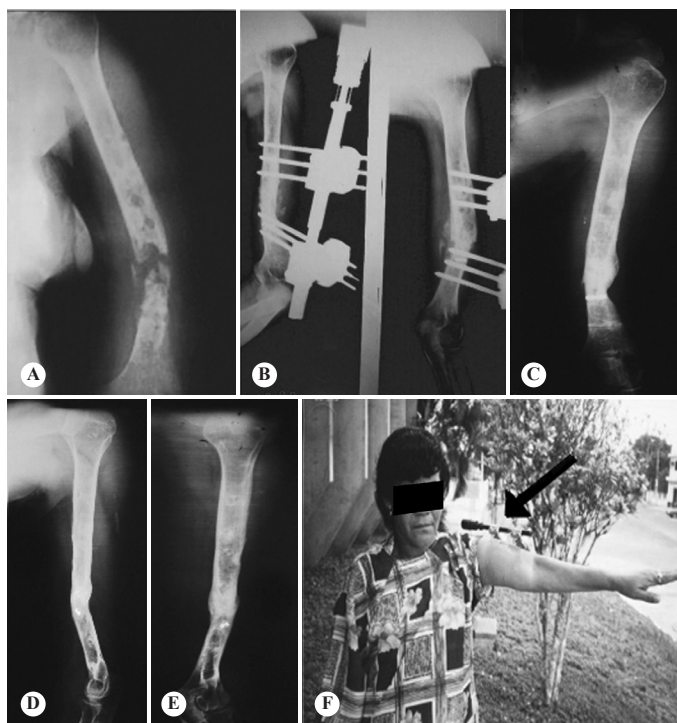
Mesma paciente da Figura 1 após dois anos de tratamento em diversos serviços. A imagem A mostra a radiografia depois da retirada do fixador externo e limpeza cirúrgica. Em B, nota-se o fixador externo instalado e com compressão do foco. Nas imagens C, D e E temos a consolidação da fratura após nove meses de tratamento e infiltração com aspirado de medula óssea e, em F, notamos a paciente ainda com o fixador externo, mas já apresentando bom resultado funcional.
